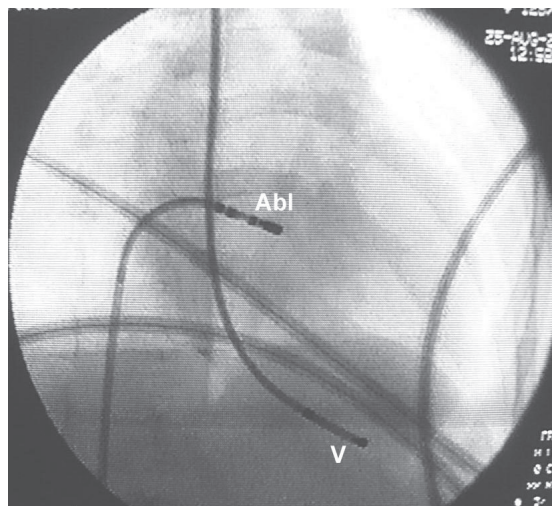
Рентгенограмма в правой косой проекции (RAO-60), где Abl - абляционный электрод, V - электрод для временной стимуляции правого желудочка.
